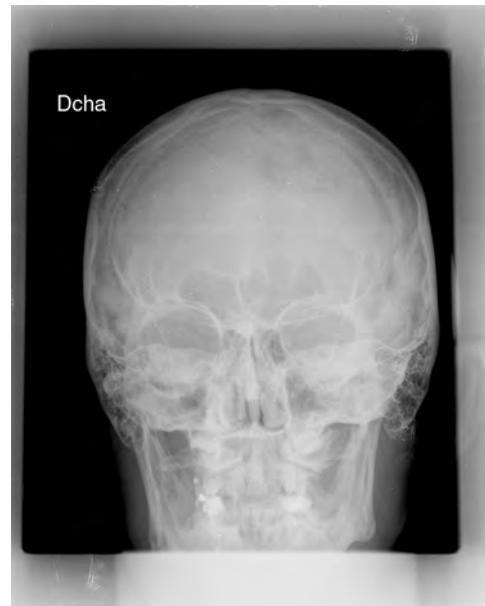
Imagen de radiografía craneal en la que se aprecia correcta neumatización de los senos, sin signos de sinusitis. Este hecho se confirmó posteriormente con la realización de la TC.
